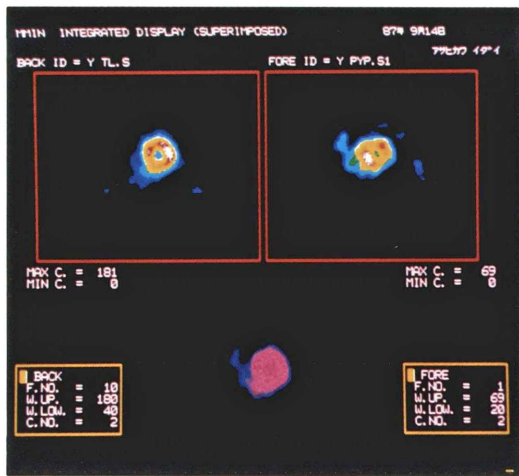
Short axis image of thallium-201 (upper left) and technetium-99m-pyrophosphate (upper right) myocardial SPECT and superimposed image of both radionuclides' image (lower: red indicates thallium and blue indicates technetium) shows intense technetium uptake in biventricular walls especially in the interventricular septum and normal thallium uptake in the left ventricular wall without visualization of the right ventricular wall.
